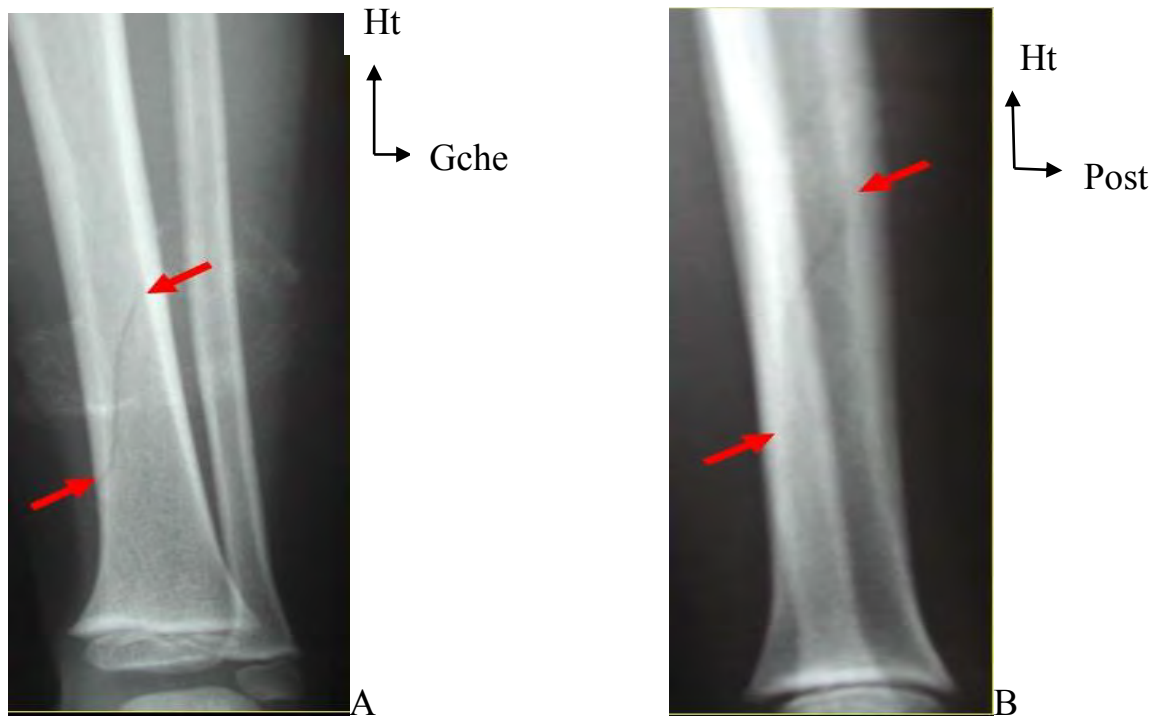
Radiographie face (a) et profil (b) de la jambe gauche mettant en évidence une fracture en cheveux sur le radius gauche [39]
